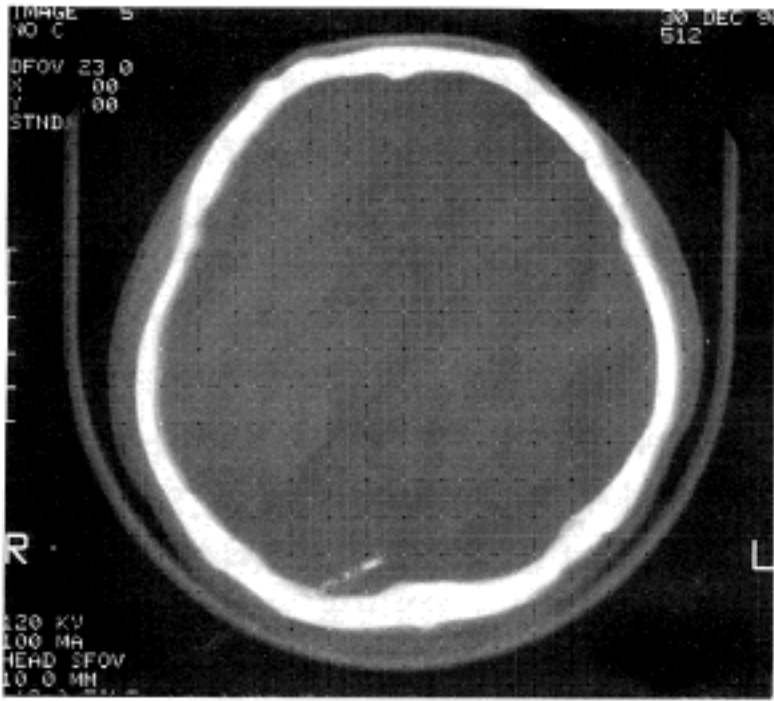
CT scan, multiple well demarcated ossification or cortical thickenings at the outer table of the both frontal and parietal bone.
